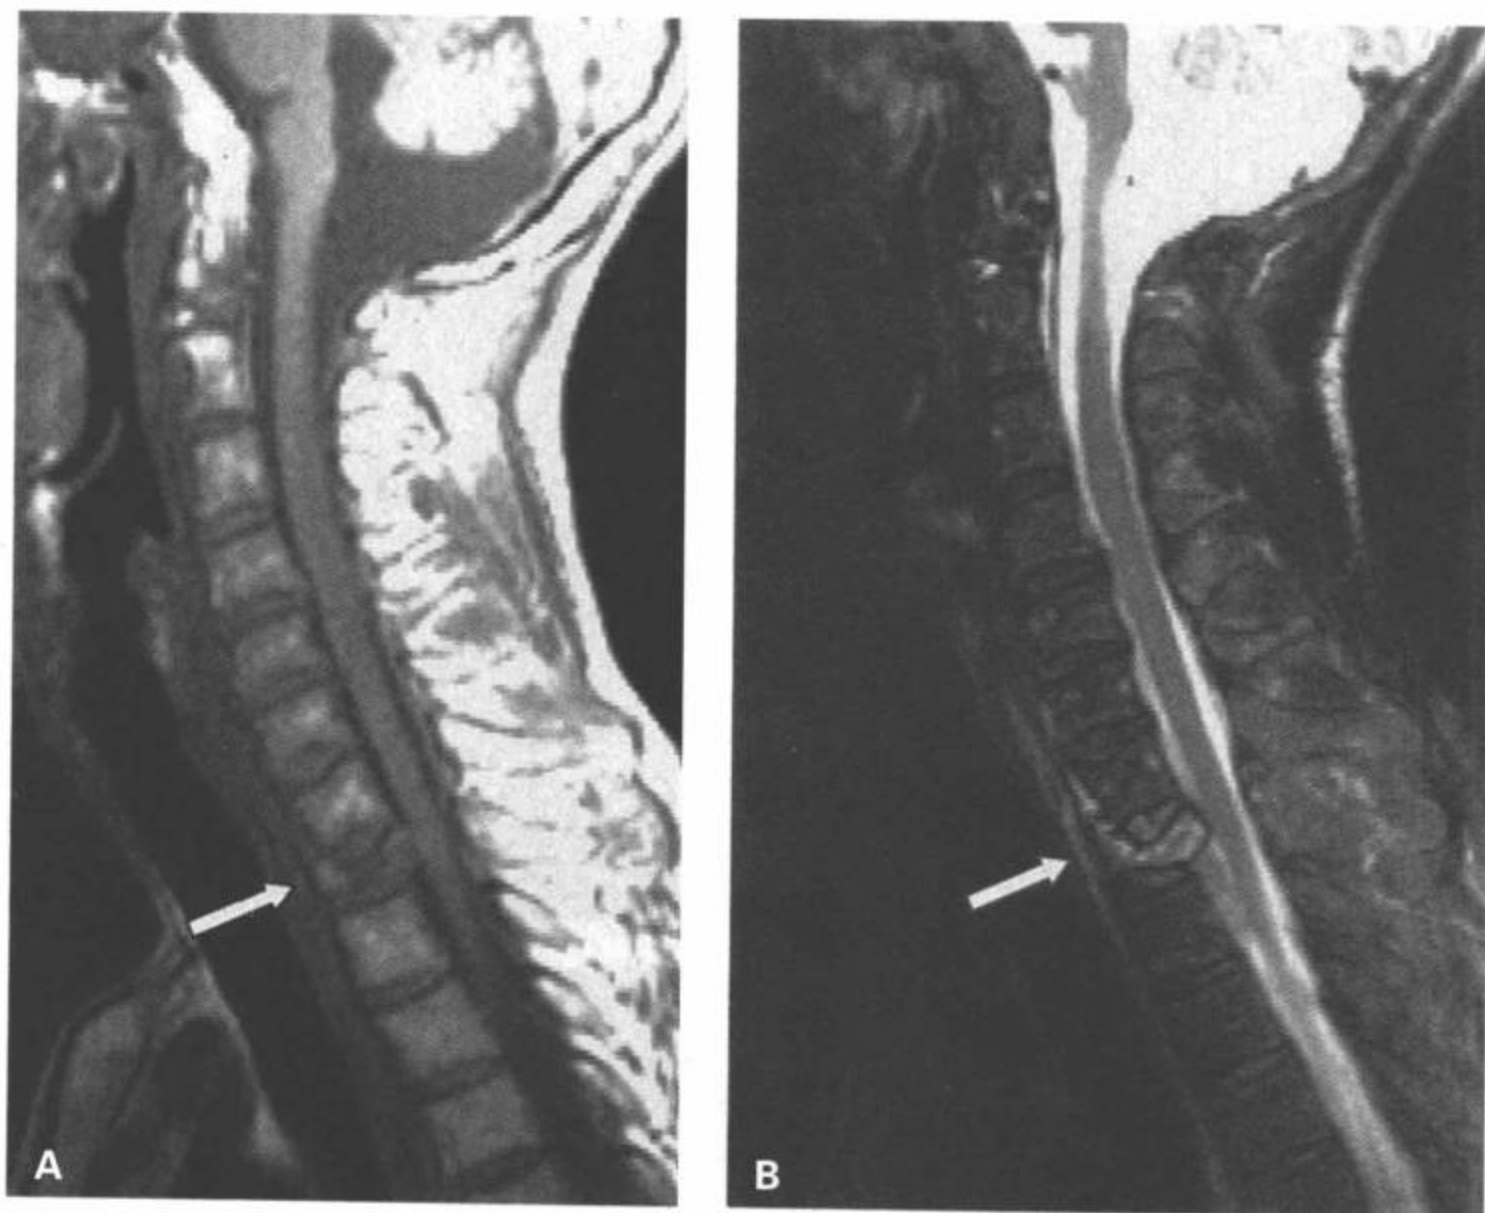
无脊髓损伤的 T1 爆裂型骨折。A: 矢状面 T1 加权图像显示 T1 椎体塌陷 (箭), 骨髓的信号减低。B: FSE 矢状面 T2 加权图像显示高信号的椎体骨髓成分。显示后部皮质侵入椎管, 但未损伤到脊髓。(From: Flanders AE, Croul SE. Spinal trauma. In: Atlas SW. Magnetic Resonance Imaging of Brain and Spine. 3<sup>rd</sup> ed. Philadelphia: Lippincott Williams & Wilkins; 2002: 1778, with permission.)
